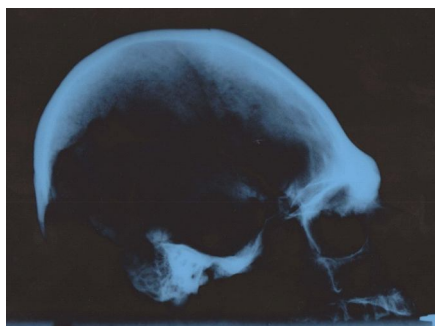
Рентгенограмма черепной коробки в боковой проекции мужчины 40–50 лет из погребения 4 кургана 3 могильника Орешки I
